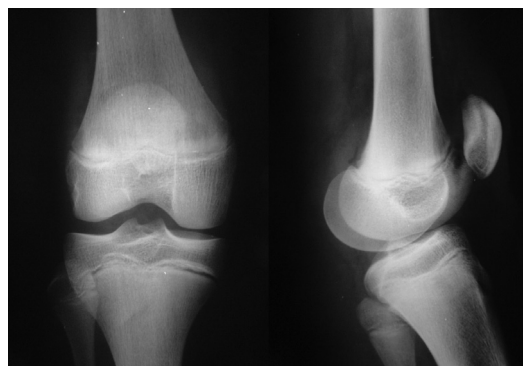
Radiografia pós-operatória do joelho esquerdo.
